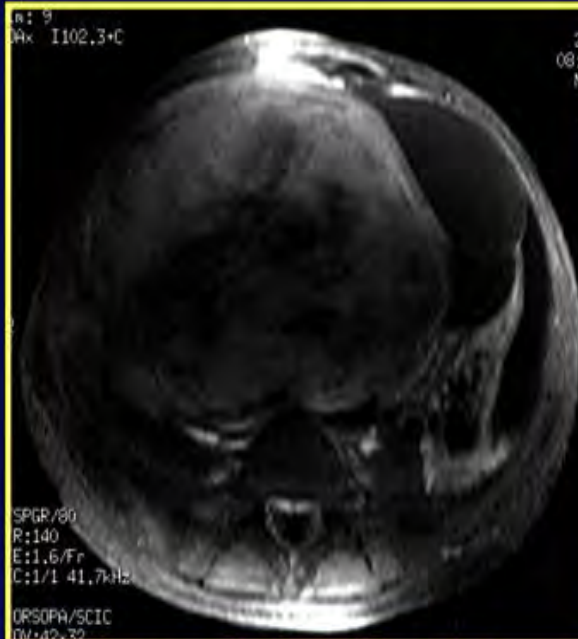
IRM coupe axiale T1+ Gado
